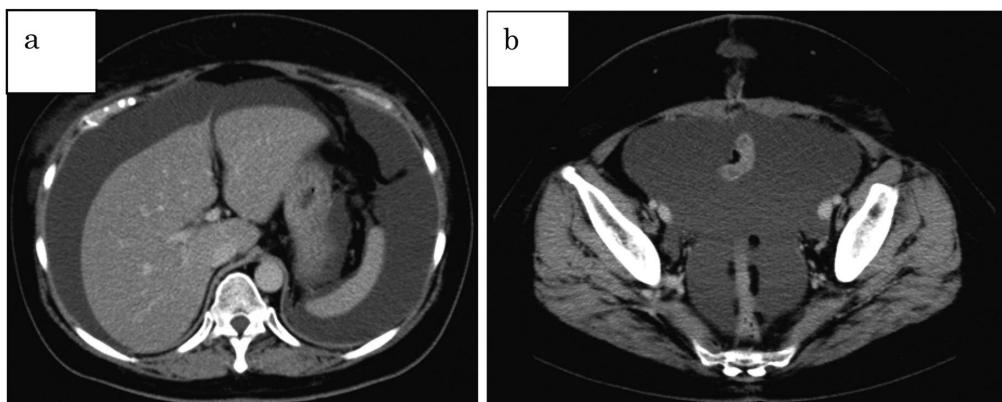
b 腹部CT: 肝表面からダグラス窓に及ぶ多量の腹水を認めた。
